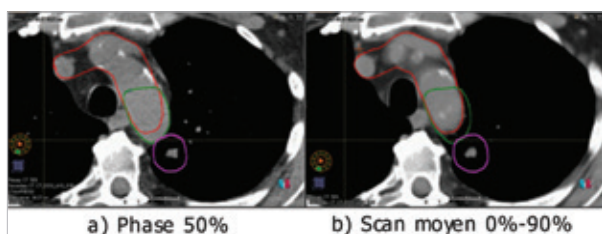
Mouvement de l'aorte avec la respiration (en rouge : aorte délinée sur le TDM moyen; en rose : volume cible planifié; en vert : portion de l'aorte incluant son mouvement en expiration.)
